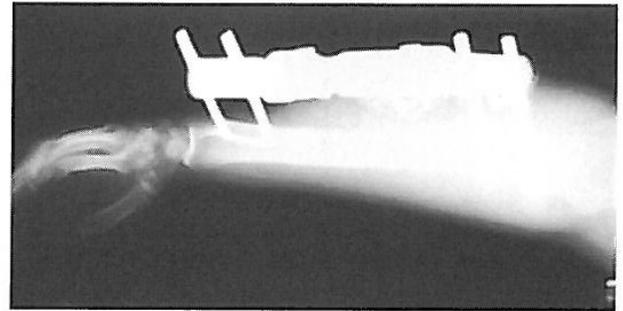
Radiografía: uso de un fijador externo (vista caudal).
